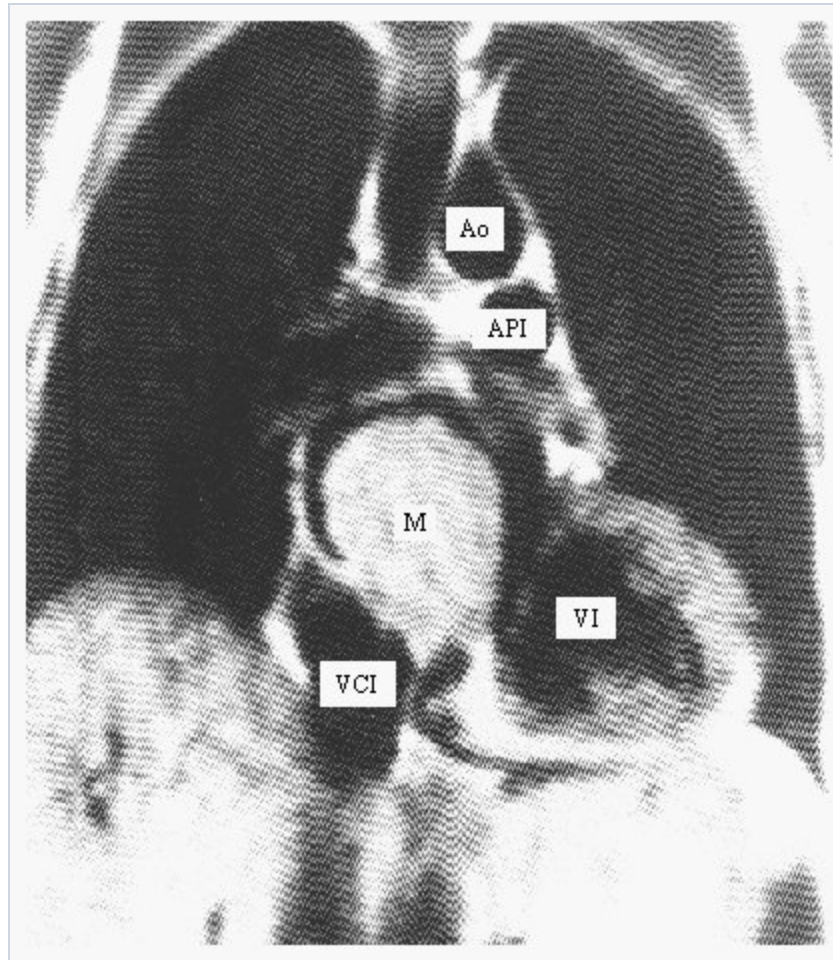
Mixoma de la aurícula izquierda: resonancia magnética Esta resonancia magnética, tomada en una vista coronal, muestra un gran mixoma (M) de la aurícula izquierda. Pueden observarse también en esta imagen el ventrículo izquierdo (VI), la aorta (Ao), la arteria pulmonar izquierda (API) y la vena cava inferior (VCI).
